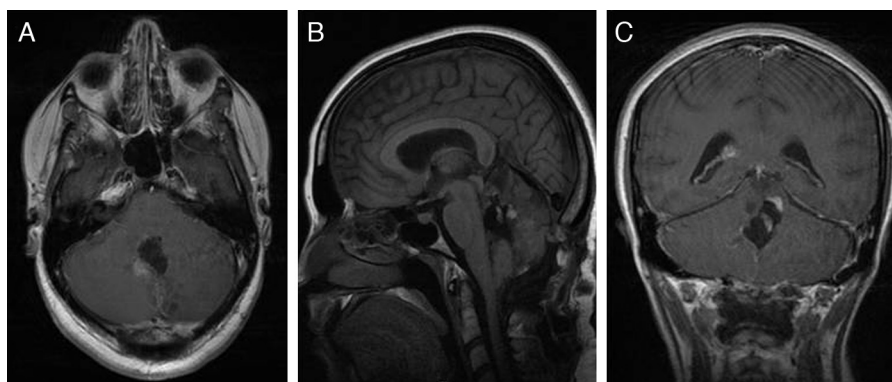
A-C) Las imágenes de RM postoperatoria con gadolinio muestran resección tumoral máxima y una pequeña zona vermiana con realce anular, difícil de precisar entre el cambio posquirúrgico y el resto tumoral.
